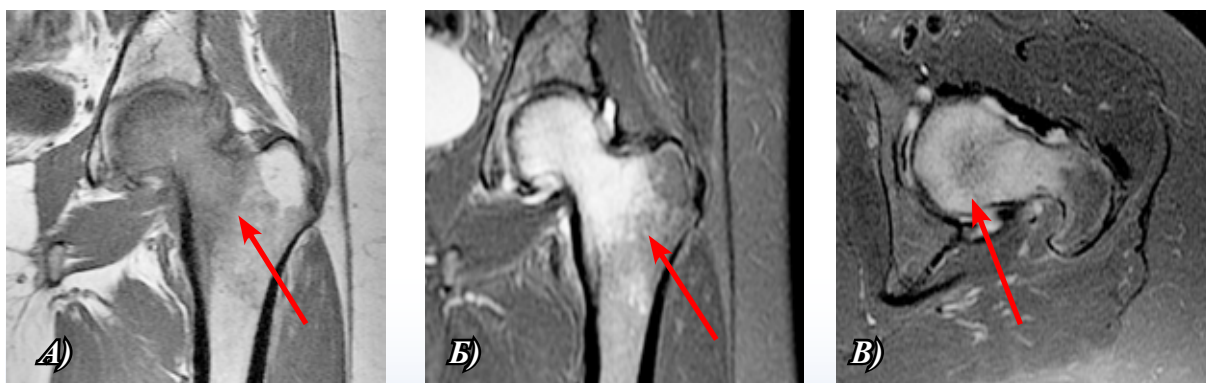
МРТ при транзиторном отёке костного мозга головки и шейки левой бедренной кости, T1-ВИ (А), T2-ВИ (Б), STIR (В)
